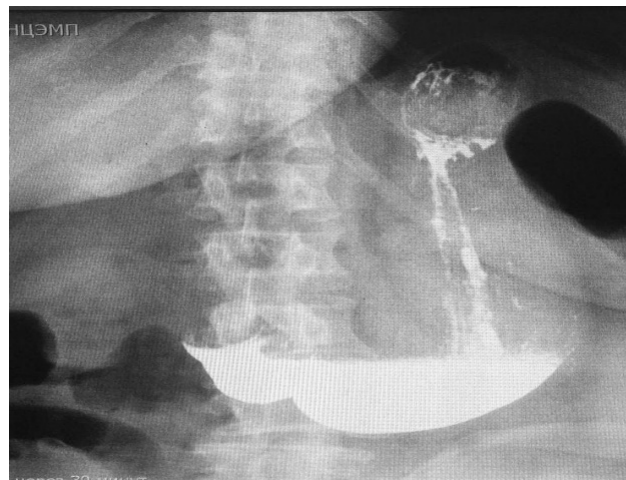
Больная М., 55 лет, № и. б. 40642. Рентгенограмма желудка: наличие дефекта наполнения в области луковицы ДПК
